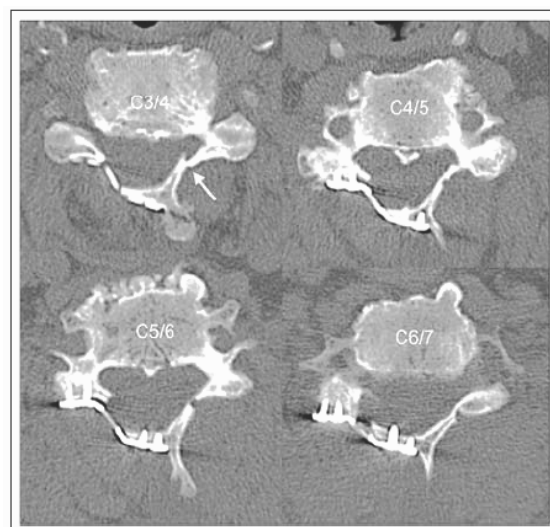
MRT v transverzálnych rezoch (Pacient s obr. 2) cez medzipriestory C3/4-C6/7. Zobrazenie spinálnej stenózy s útlakom miechy.
